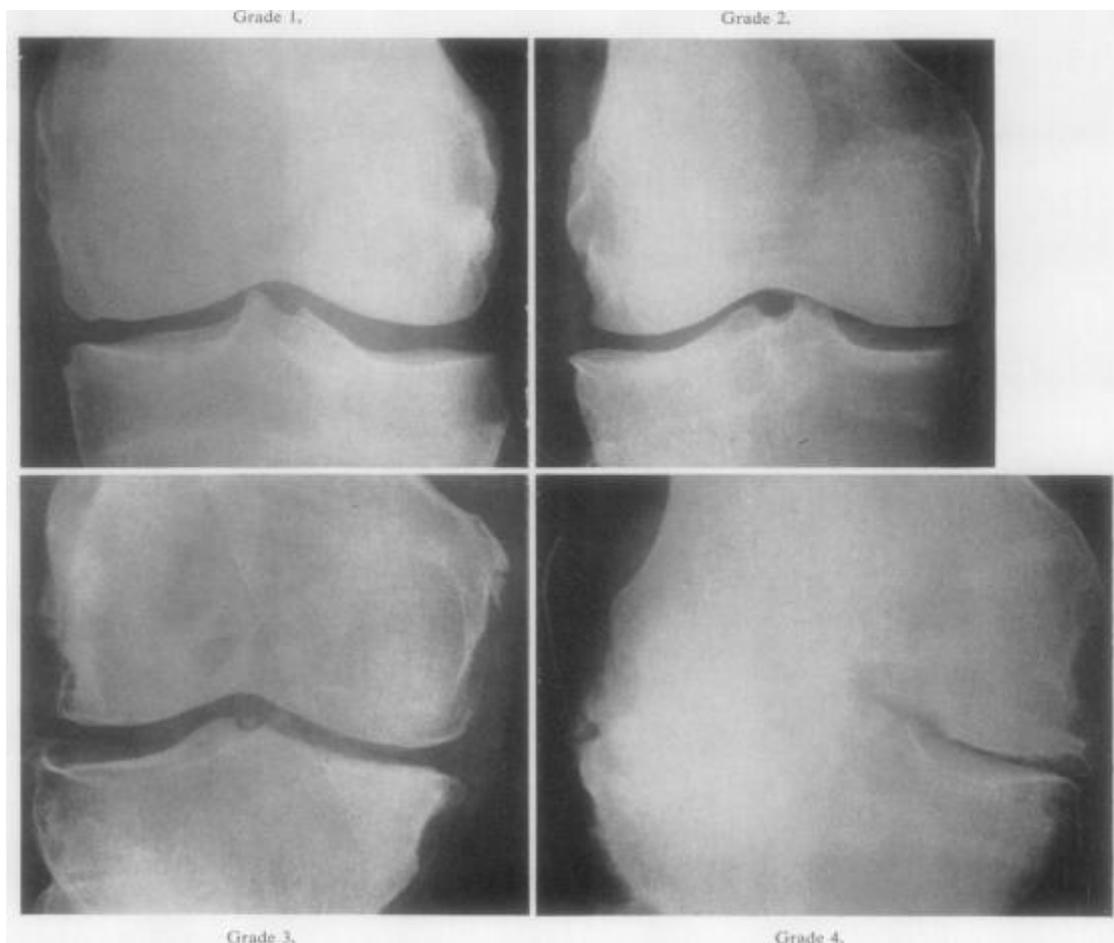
Proiezioni radiografiche di ginocchia affette da OA secondo la Kellgren-Lawrence Grading scale¹⁰.
